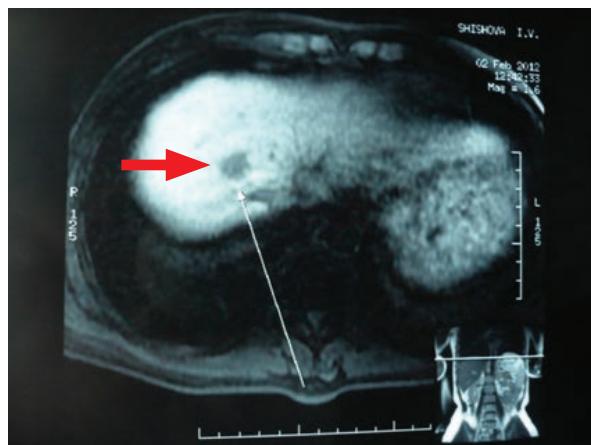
МРТ брюшной полости от 01.02.2012 г.: метастатическое поражение S8 правой доли печени $1,9 \times 1,7$ см
